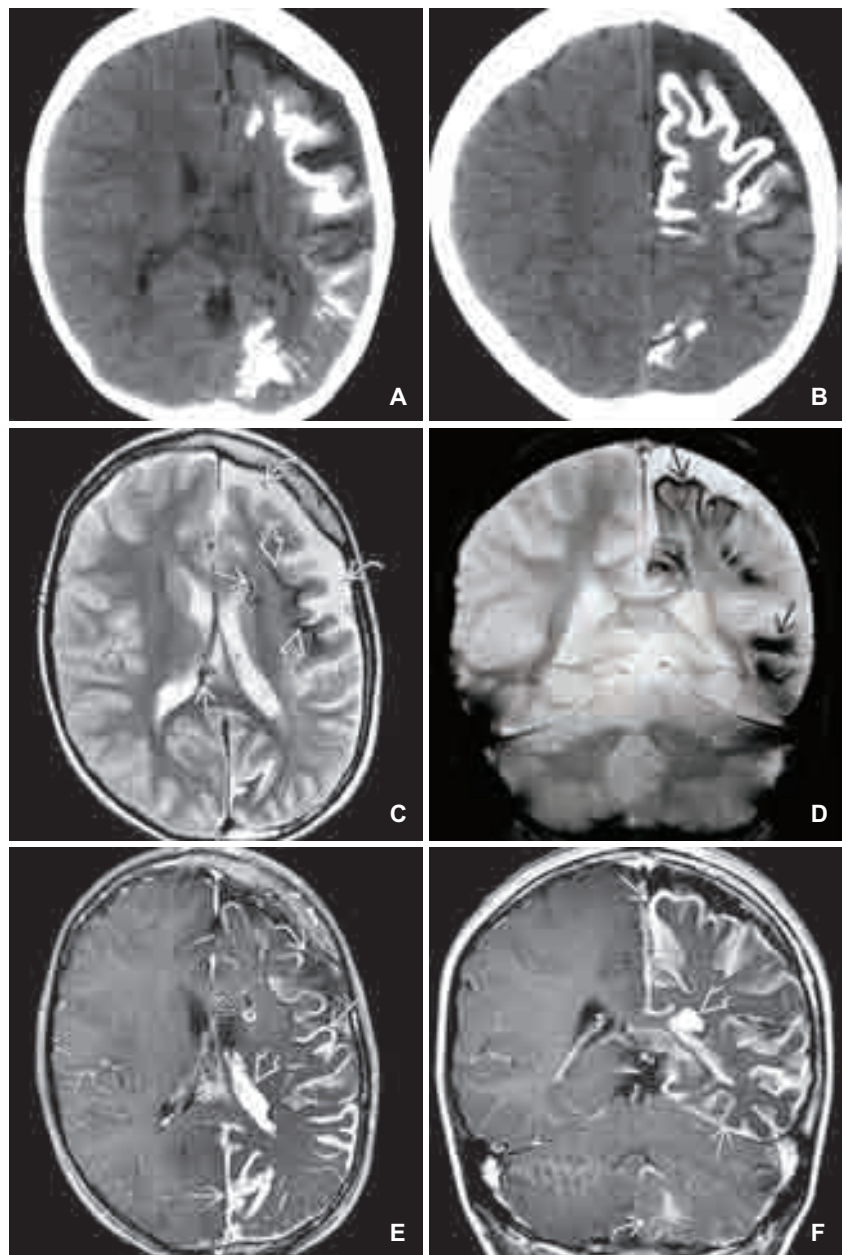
A) Die Nativ-CT einer 8-Jährigen mit SWS weist eine eindruckliche kortikale Atrophie sowie ausgedehnte kortikale und subkortikale Kalzifikationen im Großteil der linken Hemisphäre nach.
